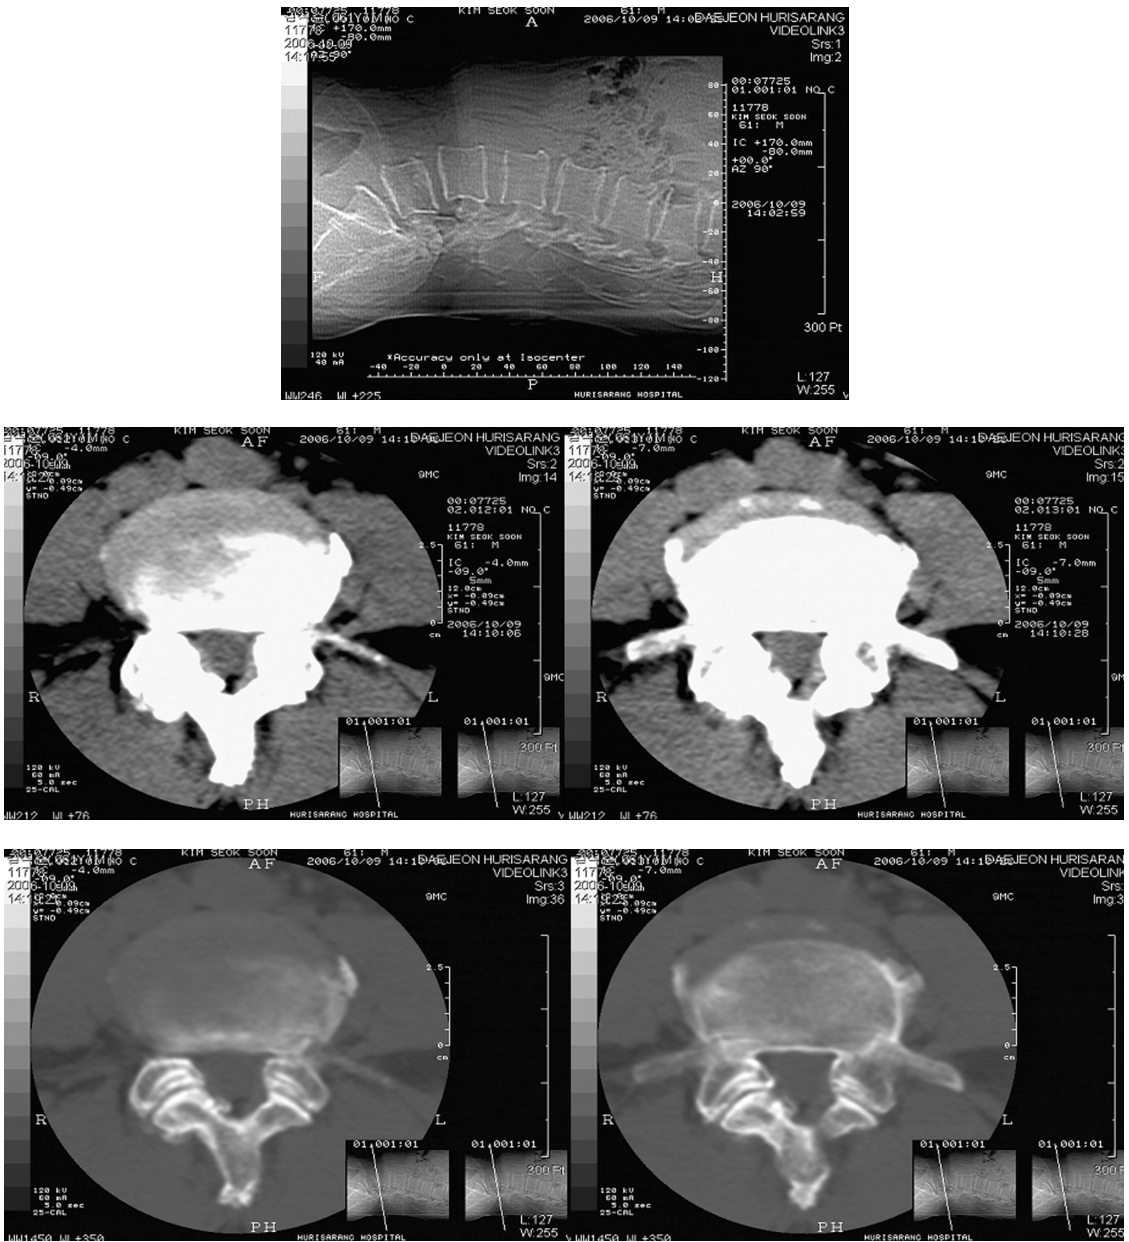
L-spine CT(2006-10-09) showing spinal stenosis of L4-5.
